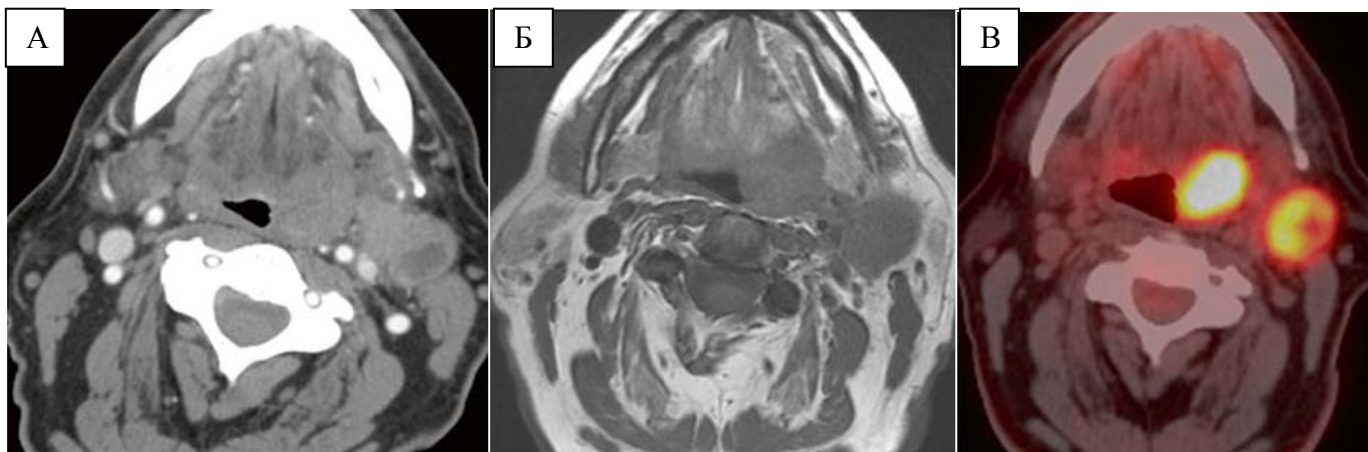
Плоскоклеточный рак корня языка слева с метастазами в шейных лимфоузлах слева T2 N2b M0 на, выявленный разными диагностическими методами: КТ с внутривенным введением контрастного вещества (А), МРТ (Б) и ПЭТ/КТ.
